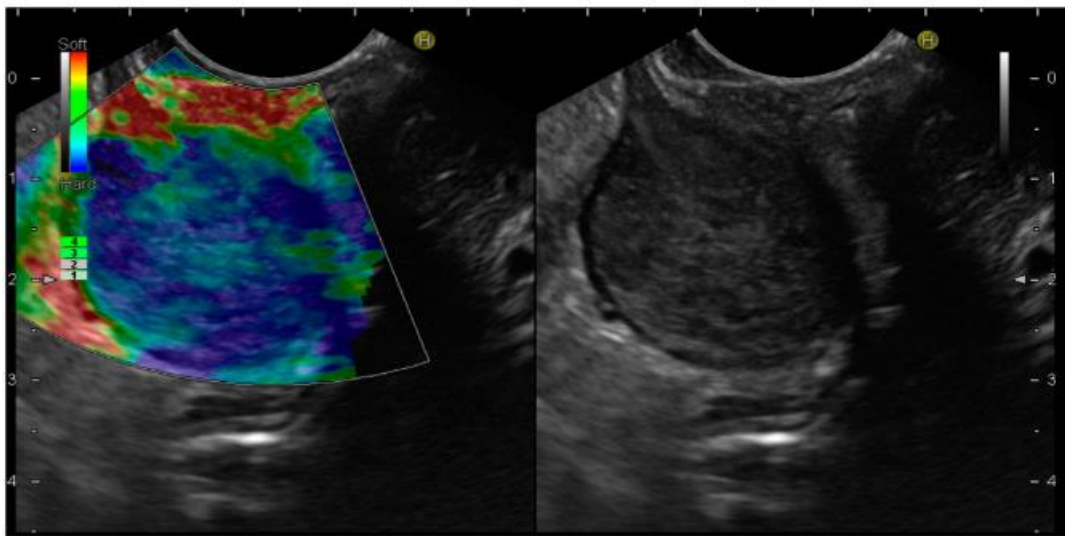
Imagen de elastografía por ultrasonido endoscópico de un tumor del estroma gastrointestinal del estómago (la lesión muestra un color azul, indicativo de tejido duro, en comparación con el color rojo de la pared gástrica) (70)
